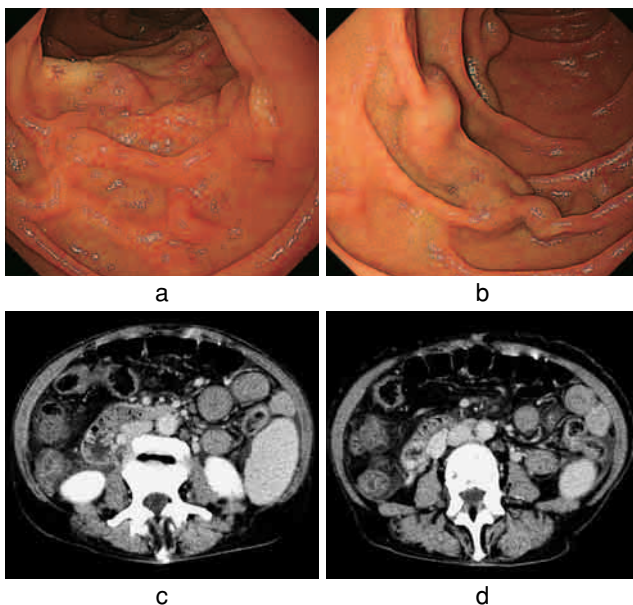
3度のB-RTO後，上部消化管内視鏡検査所見と腹部造影CT。
